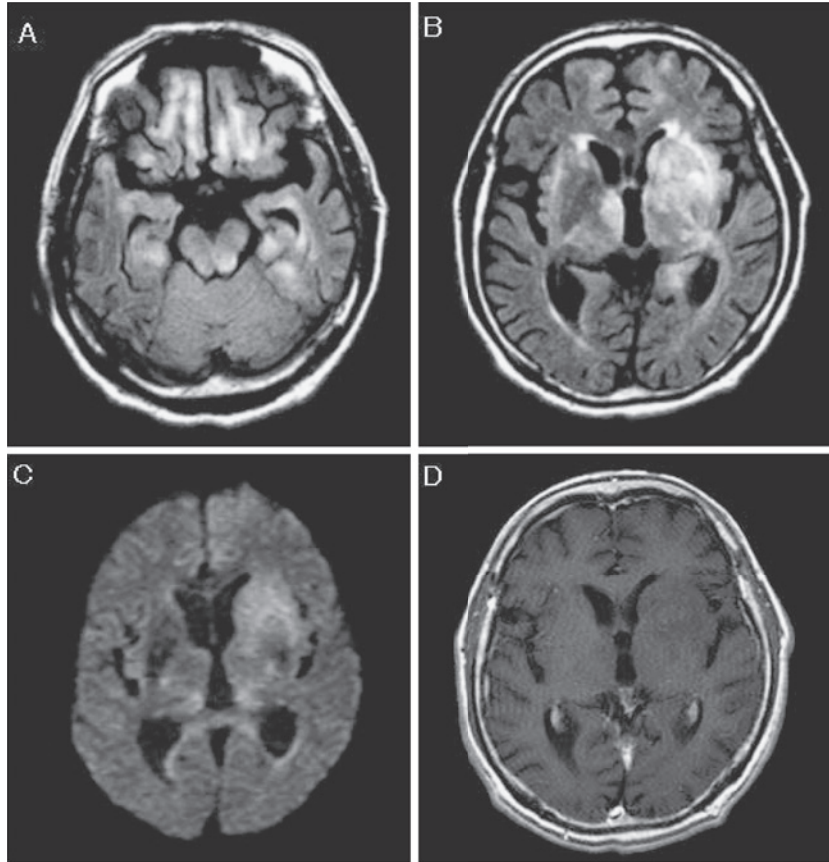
Brain MRI (Philips Medical System, 1.5Tesla) taken on day 82. FLAIR images (A, B) show high intensity area in the left basal ganglia, bilateral medial sides of front-temporal lobe, and brainstem. Diffusion weighted image (C) shows a high-signal intensity lesions in the left basal ganglia. T1-weighted images with gadolinium enhancement (D) show insignificant. FLAIR (TR 8,800ms, TE 110ms) DWI (TR 8,000ms, TE 110ms) T1WI (TR 500ms, TE 9ms)
